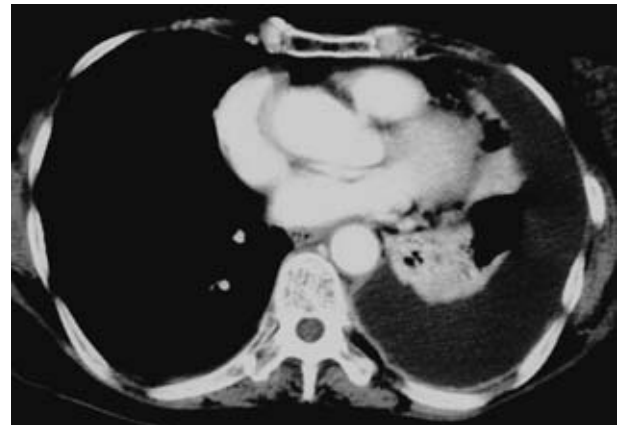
Chest computed tomography scan on admission. Mediastinal window showed left pleural effusion and nodules on the left S⁶.
